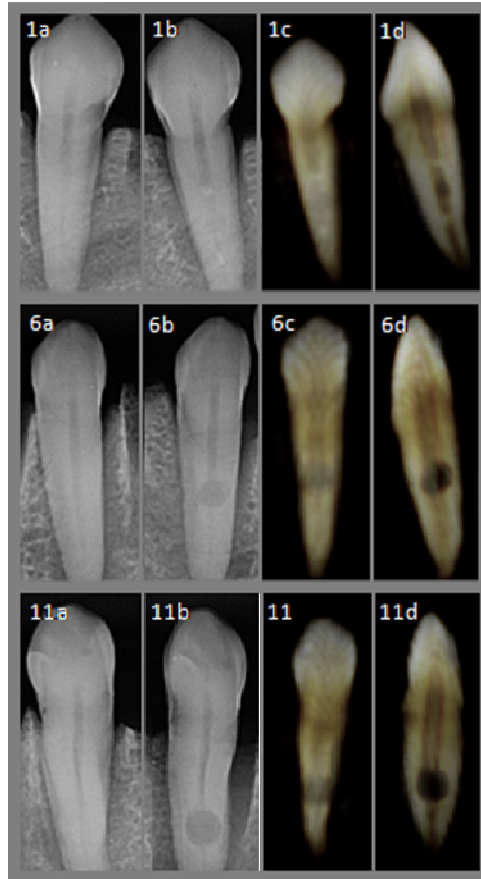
Radiographs and tomographic images of three teeth before (1a, 6a and 11a) and after exposure to nitric acid 5% treatment for 1, 6 and 11 days for demineralization.
